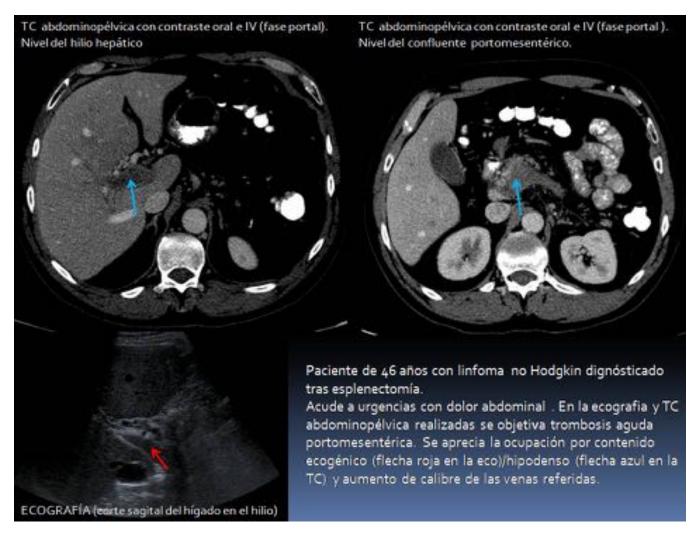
Linfoma no Hogdkin. Trombosis aguda masiva del eje portomesentérico. ECO y TC.
